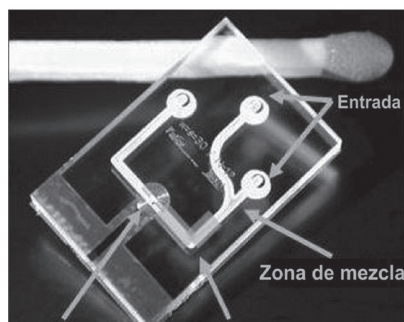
Comparación de un dispositivo para resonancia magnética nuclear y un fósforo. Cortesía J. Bart (vea [42])
